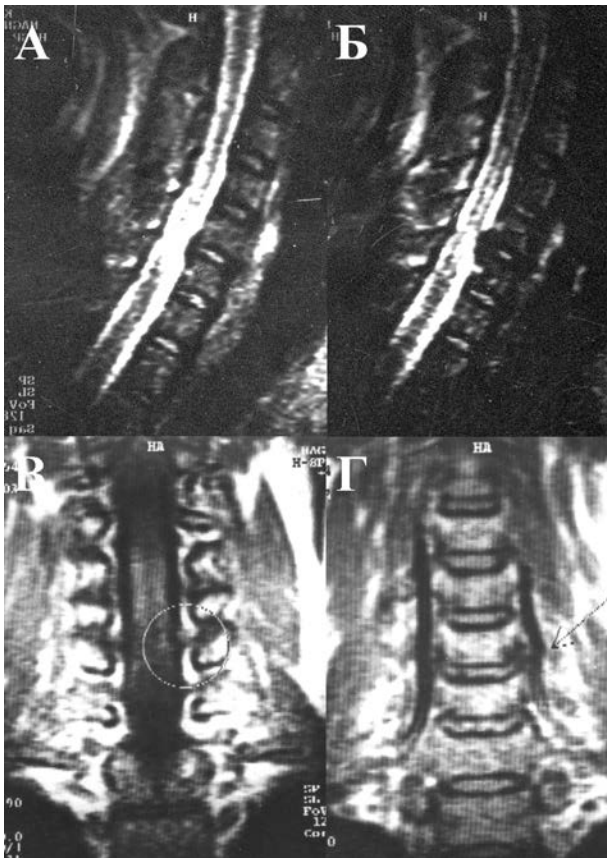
МРТ хворого з килою C_5 — C_6
